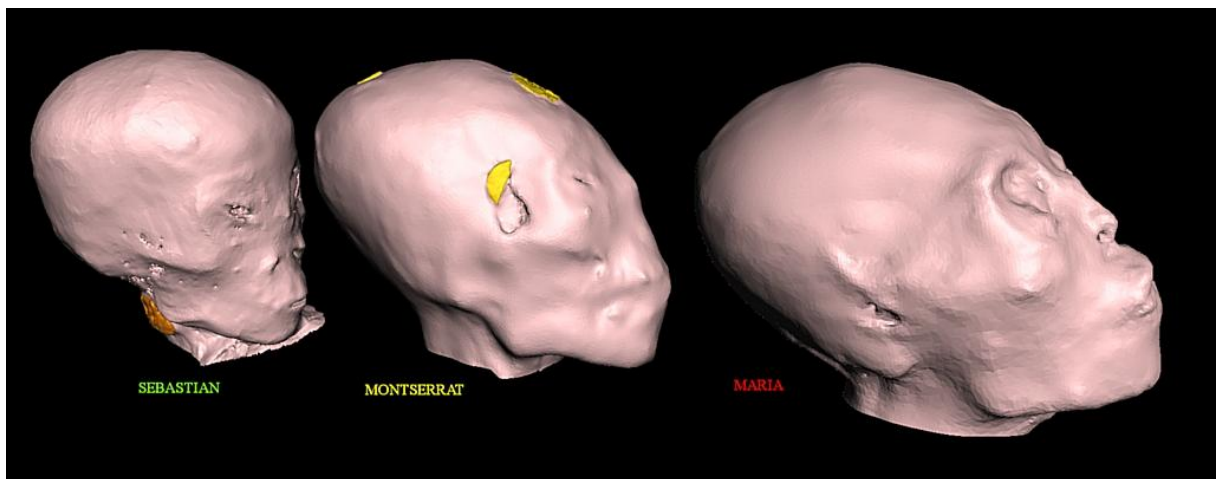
TC 3D de la vista lateral de la nariz en tridáctilos.
